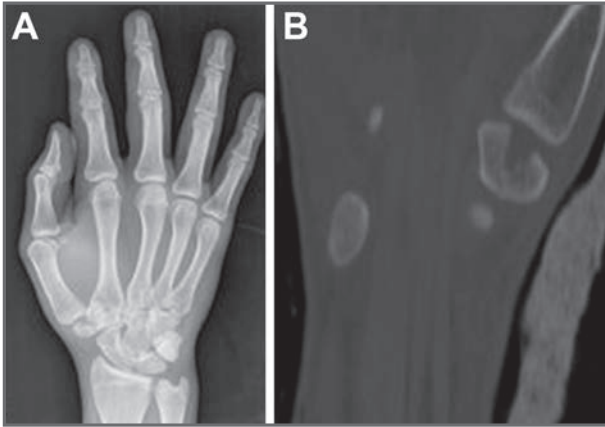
A. Rx anteroposterior en la que se aprecia una fractura desplazada del trapecio. B. TC coronal realizada para confirmar el diagnóstico.
